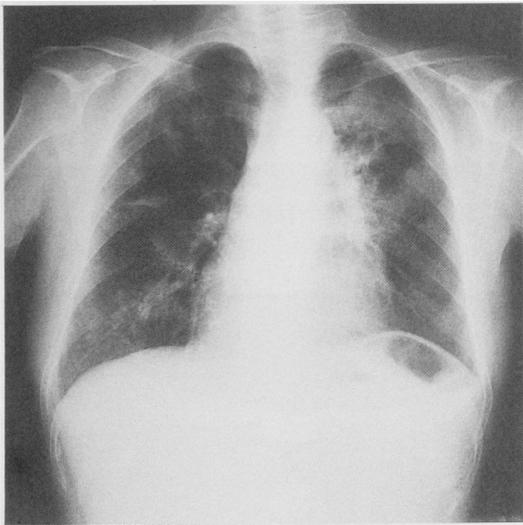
Chest X-ray film of case no. 1 on Apr. 24, 1985.
